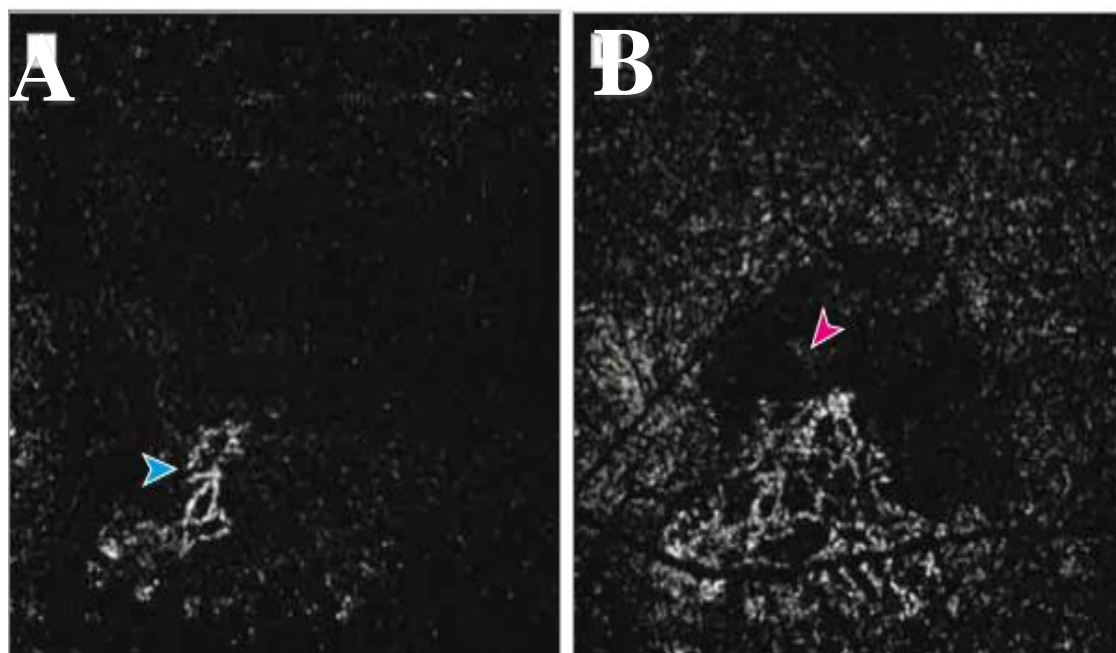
Após terapêutica anti-angiogénica. A seta indica um *feeder vessel* no centro do complexo neovascular, associado à DMI. Adaptado de Kuehlewein, L. et al. *Optical Coherence Tomography Angiography of Type 1 Neovascularization in Age-Related Macular Degeneration*. *Am. J. Ophthalmol.* 160, 739–748e2 (2015)
